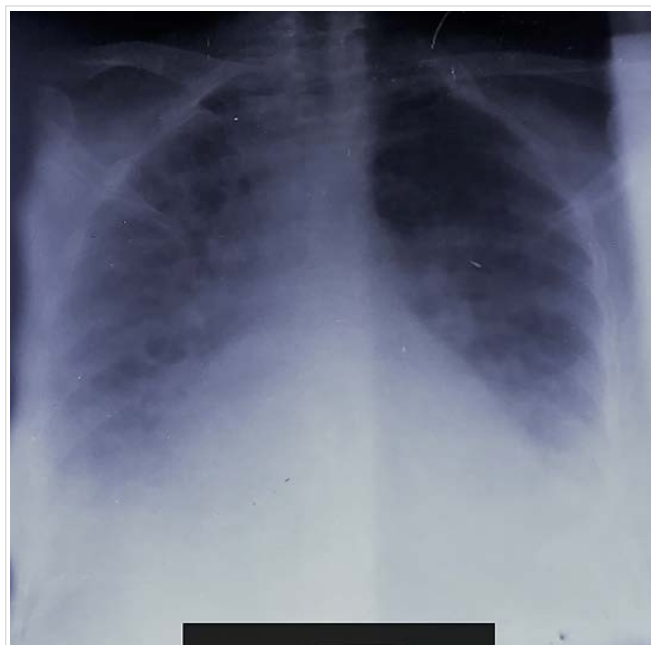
Radiografía de tórax en proyección anteroposterior (portátil). Se observan infiltrados de aspecto inflamatorio hacia las bases de ambos campos pulmonares con derrame pleural derecho de ligera cuantía. Es visible cardiomegalia radiológica (estudio no realizado a distancia de telecardiograma).
